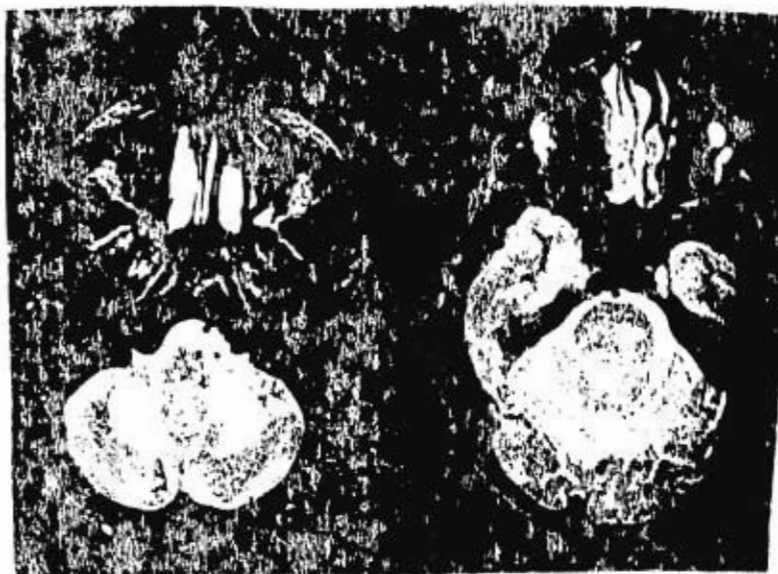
Leucoencefalopatía progresiva focal por resonancia magnética, la imagen de la izquierda muestra un área extensa en los pedunculos cerebelosos en fase T2, la derecha muestra una señal intensificada en la materia blanca del puente.
